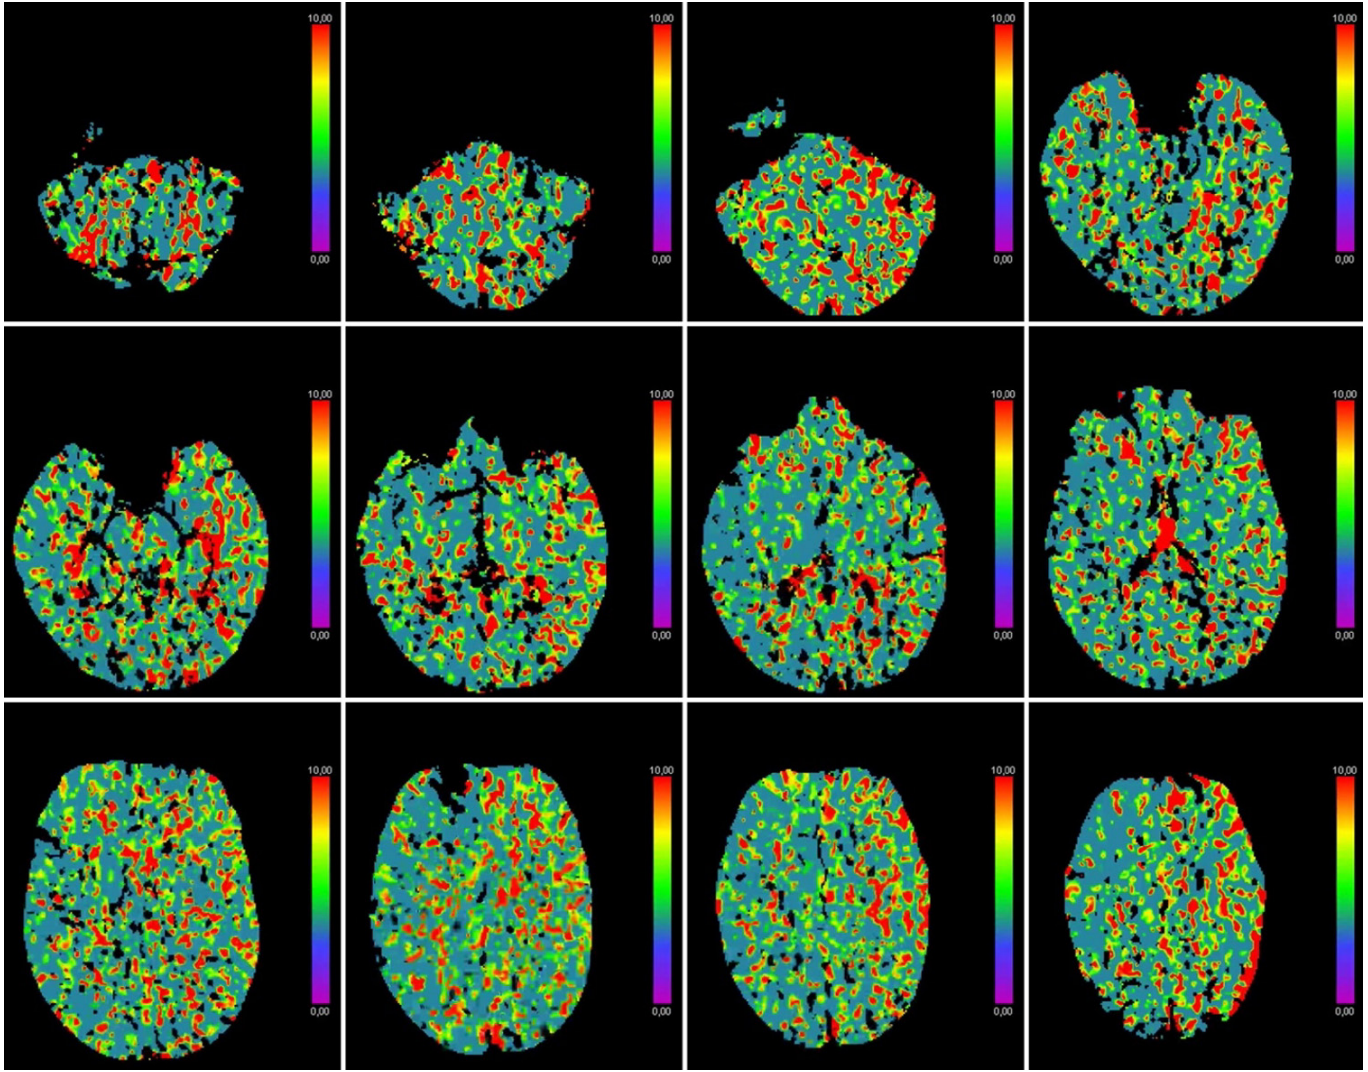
Beyin bilgisayarlı tomografi perfüzyon görüntülemesi: Sol serebral hemisferde hipoperfüzyon (CBF).
